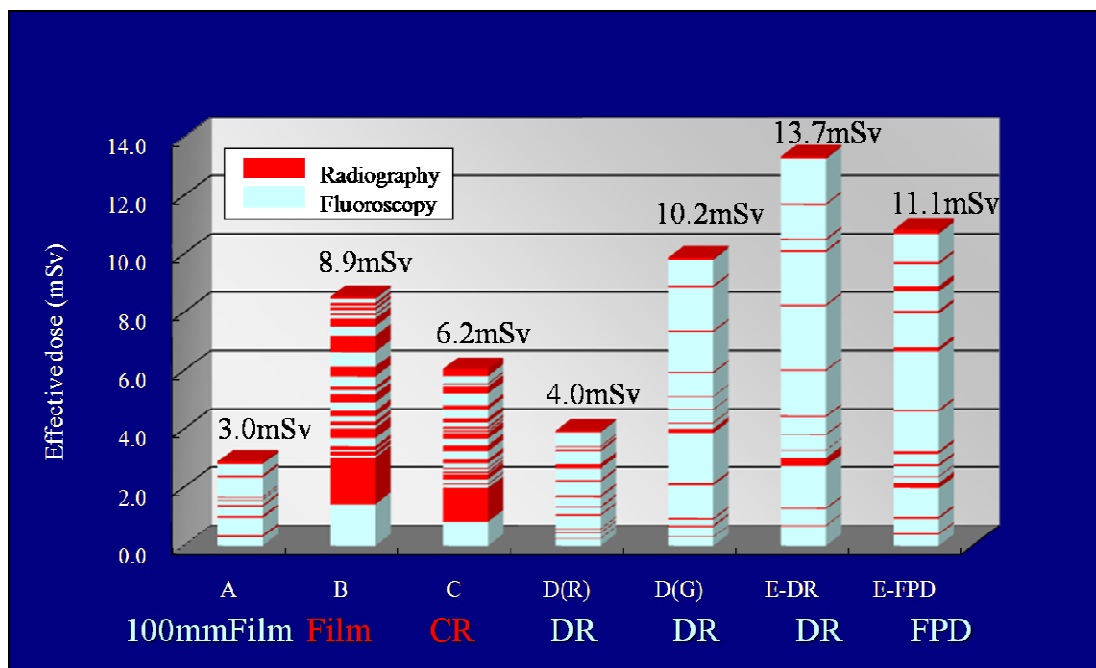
Effective dose for radiography (red) and fluoroscopy (blue) derived in each procedure of upper GI tract examination.
